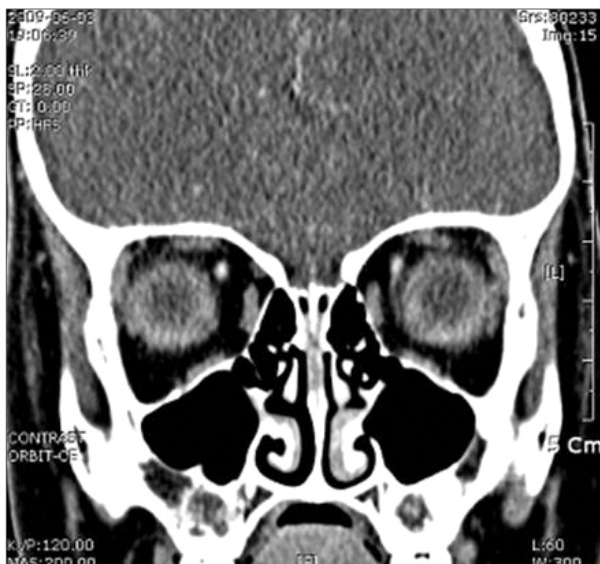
The superior oblique muscle of the left eye is not found on CT scan.
